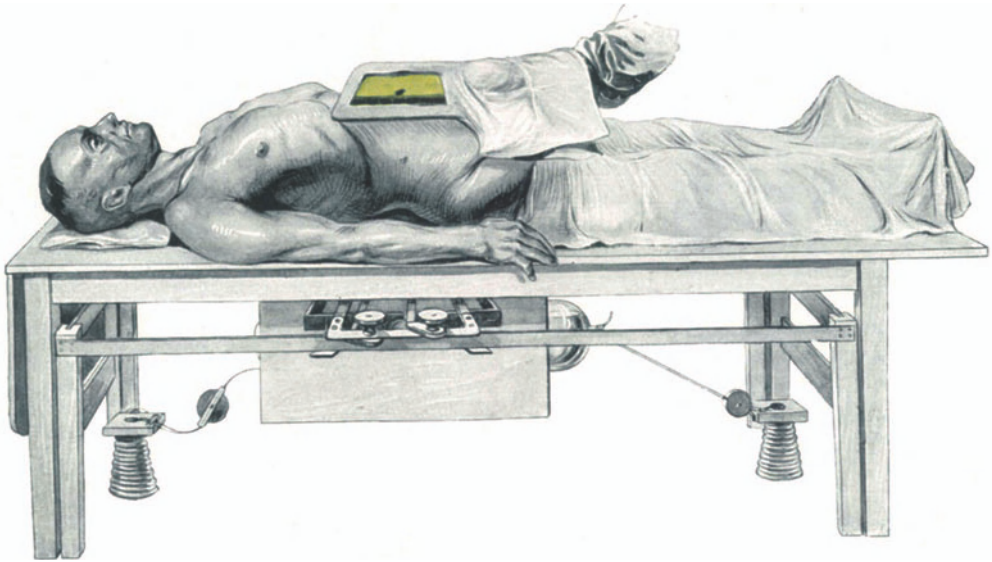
Operation im Röntgenlicht mit Untertischröhre. Der Operateur unterrichtet sich zeitweilig über die Lage des Fremdkörpers durch Röntgendurchleuchtung, zu welchem Zwecke der Saal verdunkelt, die Röntgenröhre eingeschaltet und ein steril eingewickelter Durchleuchtungsschirm vorgehalten wird.
